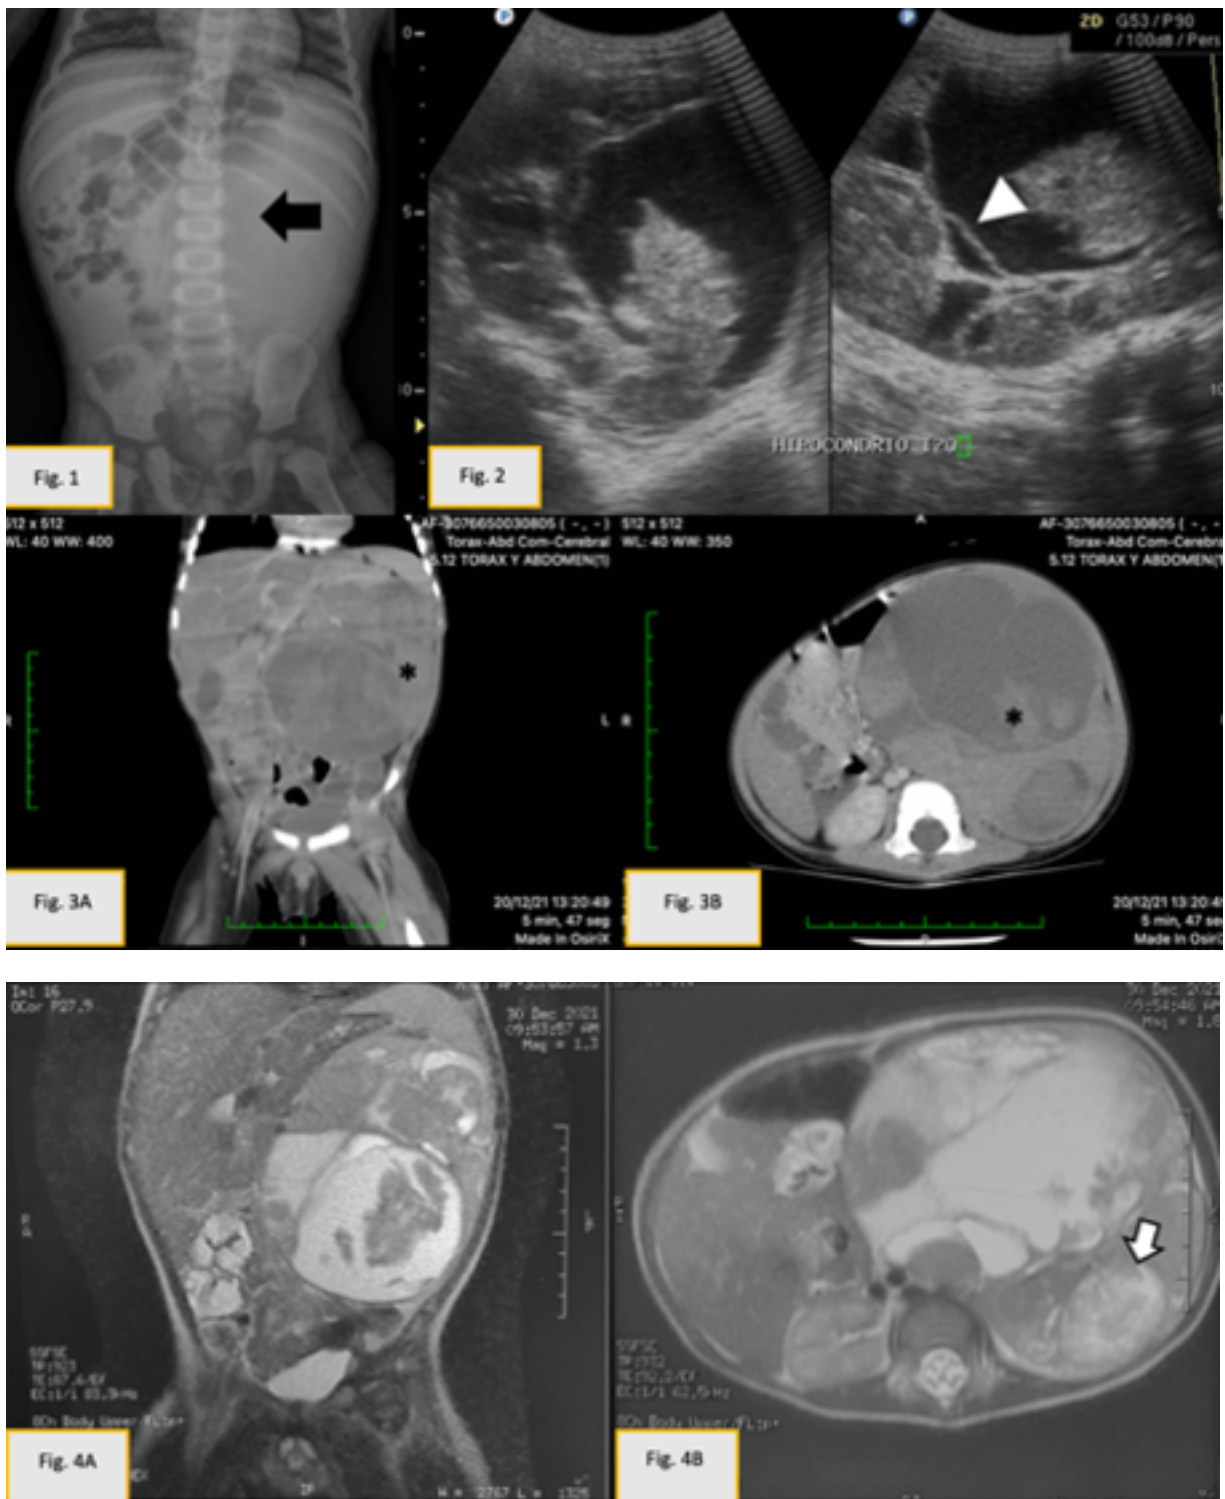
Radiografía de abdomen, donde se evidencia radio opacidad que abarca la totalidad del hemiabdómen izquierdo, causando desplazamiento de las asas intestinales hacia el lado contralateral. (flecha negra). Fig. 2: Ultrasonido abdominal, donde se observa imagen heterogénea, con múltiples septos (punta de flecha) y presencia de áreas sólidas y quísticas. Fig. 3A y 3B: Tomografía coronal y axial con medio de contraste IV, donde se evidencia masa multilobulada que se origina del polo inferior del riñón izquierdo, la cual mide 12.4 x 11.7 x 9.6 cm. En su interior se presentan extensas áreas quísticas / necróticas que alteran con áreas sólidas e hiperdensidades focales sugestivas de calcificaciones o hemorragia (asterisco). Fig. 4A y 4B: Angioresonancia magnética convencional coronal y axial, donde se evidencia esplenomegalia con lesión hiperintensa por metástasis (flecha blanca). Hay adenopatías retroperitoneales a nivel del hilio renal.
